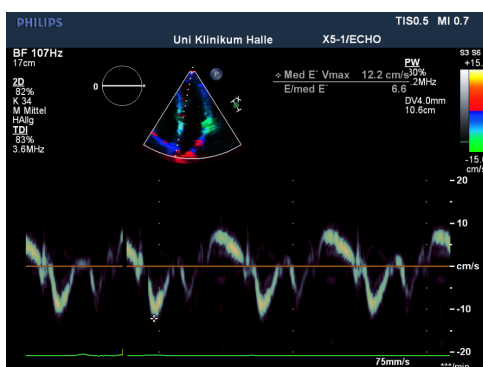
Gewebedoppler (Mitralklappenannulus)
